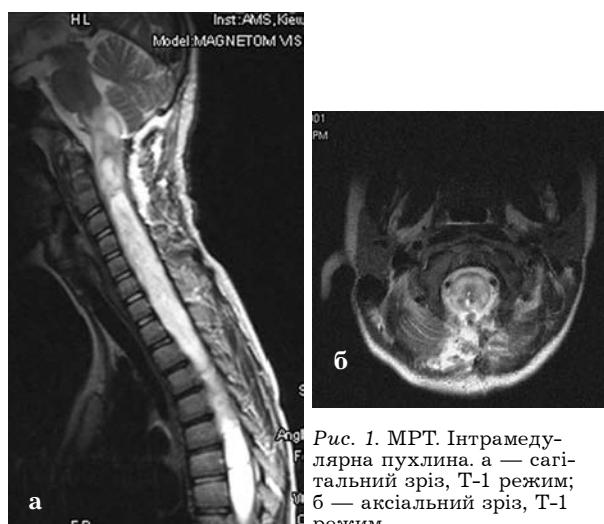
МРТ. Інтрамедулярна пухлина. а — сагітальний зріз, Т-1 режим; б — аксіальний зріз, Т-1 режим.
